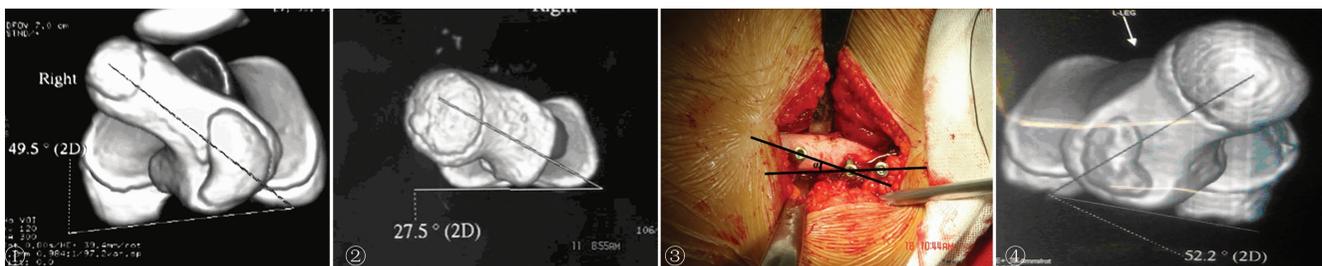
三维 CT 成像测量 FNA; 图 2 三维 CT 成像测量 FNA; 图 3 术中 FNA 矫正方法 (α 即为术中需矫正的 FNA); 图 4 DDH 术前 FNA
